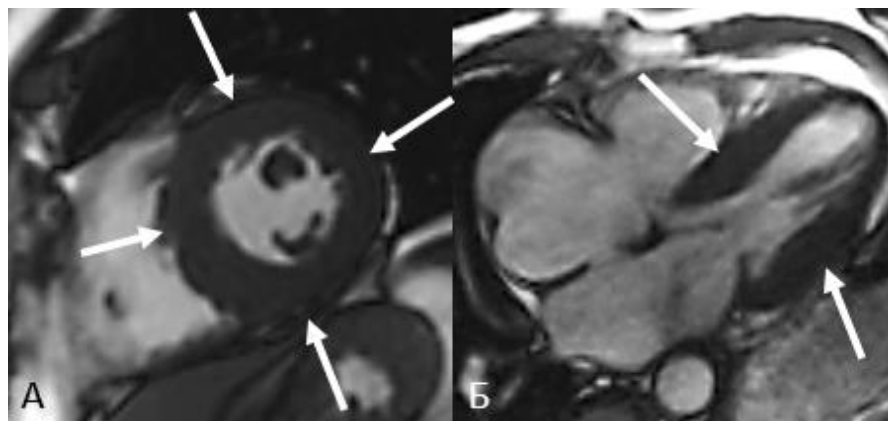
МРТ сердца, последовательность кино-МРТ. А – короткая ось левого желудочка. Б – четырехкамерная длинная ось левого желудочка.
